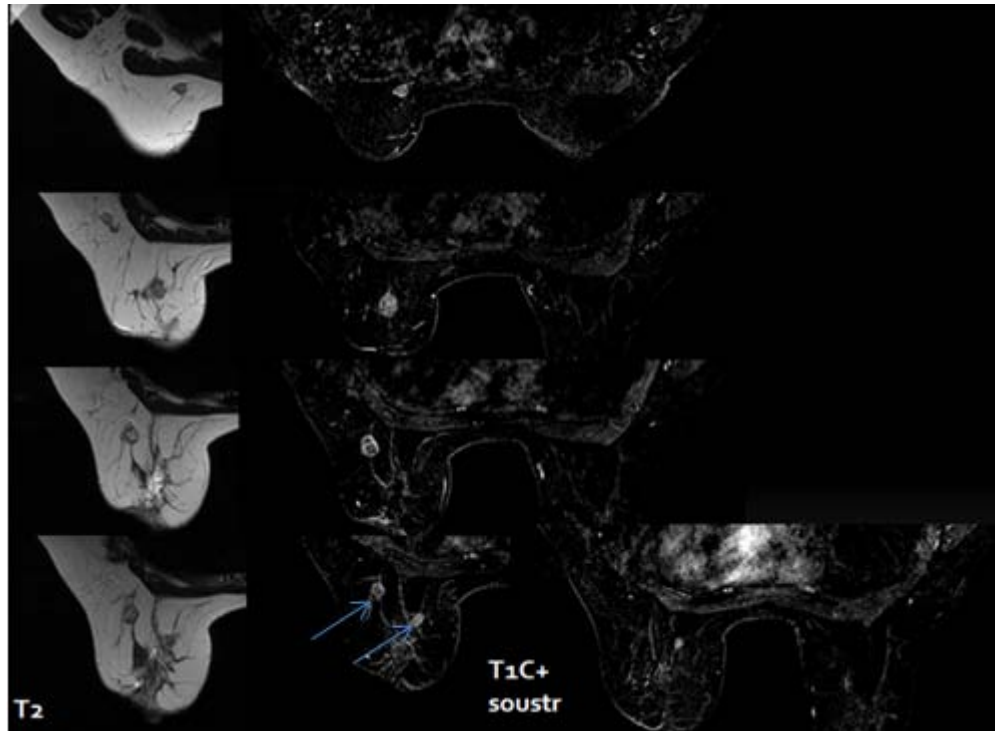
Femme de 38 ans, ayant 3 masses du sein gauche visibles au couple mammo-échographie. La biopsie: CCIS. L'IRM objective 6 masses dans différents quadrants (→) en rapport avec un CCI et CCIS multicentrique.
